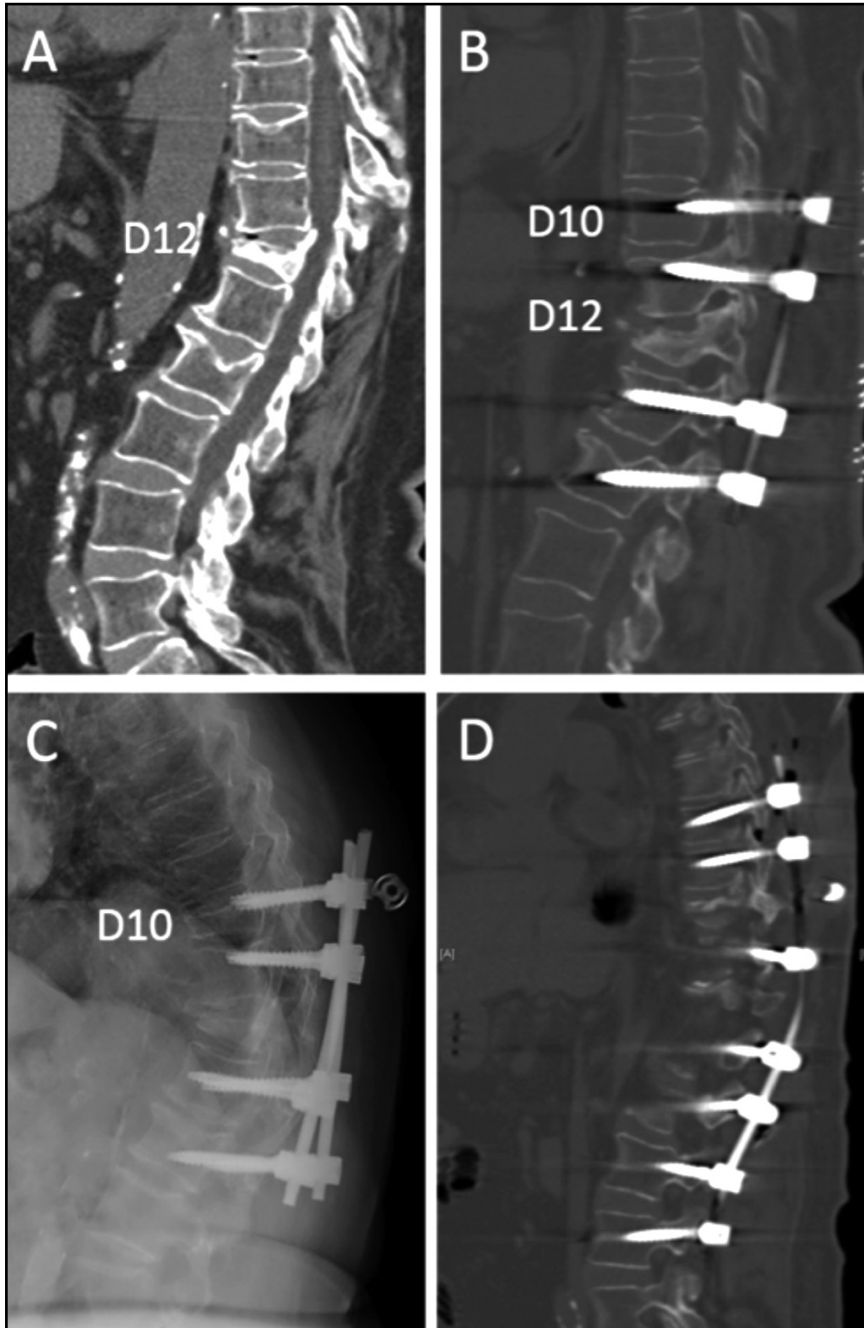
(A) TC sagital a nivel dorsolumbar; se observa fractura por compresión osteoporótica a nivel D12 con cifosis segmentaria. (B) Artrodesis mediante instrumentación con tornillos pediculares de D10 hasta L2, con corrección significativa de cifosis. (C) Radiografía lateral: fractura vertebral por compresión a nivel D10 con cifosis de la unión proximal y pullout del tornillo a nivel D10. (D) Ampliación de la artrodesis, superior a niveles D8 y D9 e inferior a niveles L3 y L4, y corrección de la cifosis
